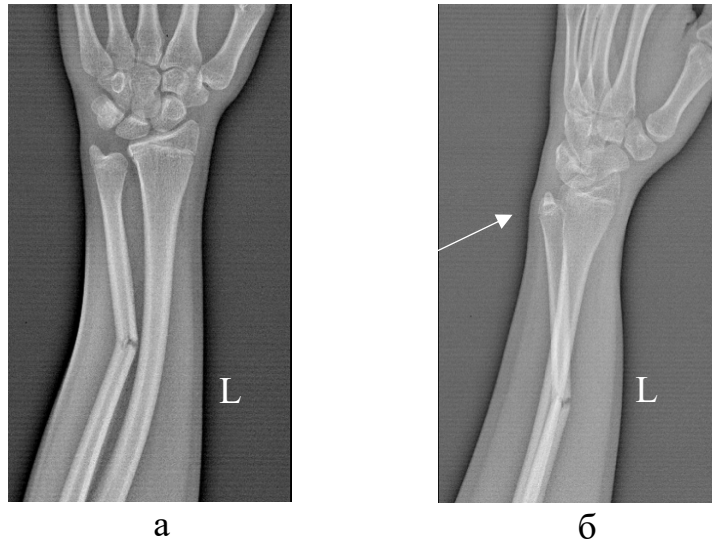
Рентгенологическая картина переломов костей предплечья слева. Сплошной стрелкой указан тыльный вывих головки левой локтевой кости (а – прямая проекция, б – боковая проекция)
